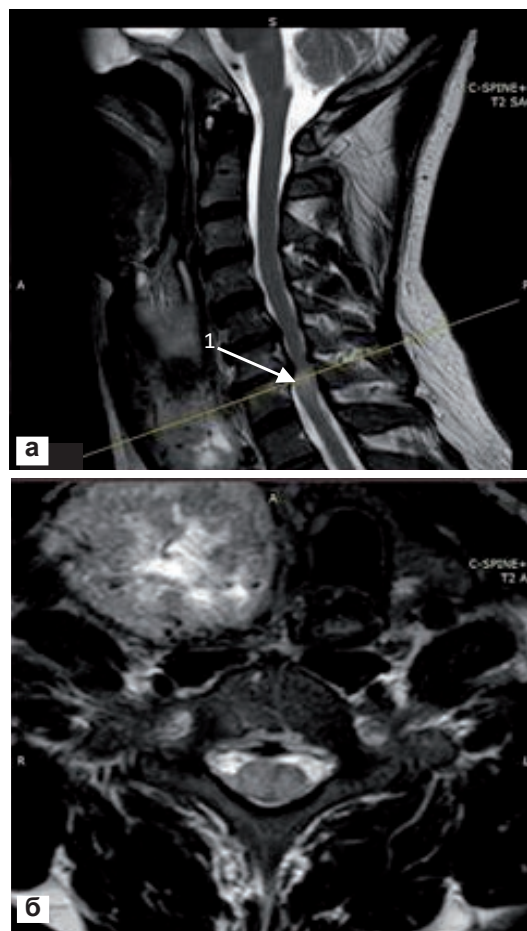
МРТ шейного отдела позвоночника, сагиттальная проекция (а), аксиальная (б): 1 – очаг миелопатии в спинном мозге на уровне С6–С7
